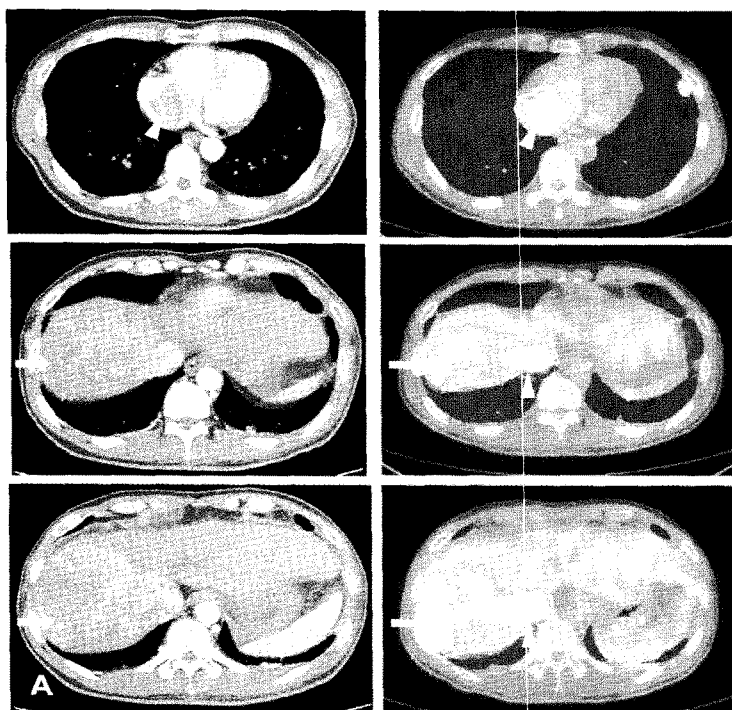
(A) Axial CT with arterial phase and F-18 FDG PET/CT scans showed hepatoma (arrow) expanding to the inferior vena cava and right atrium (arrowhead). (B) The coronal image of F-18 FDG PET/CT showed consecutively increased FDG uptake in the liver (arrow), inferior vena cava and right atrium (arrowhead).
